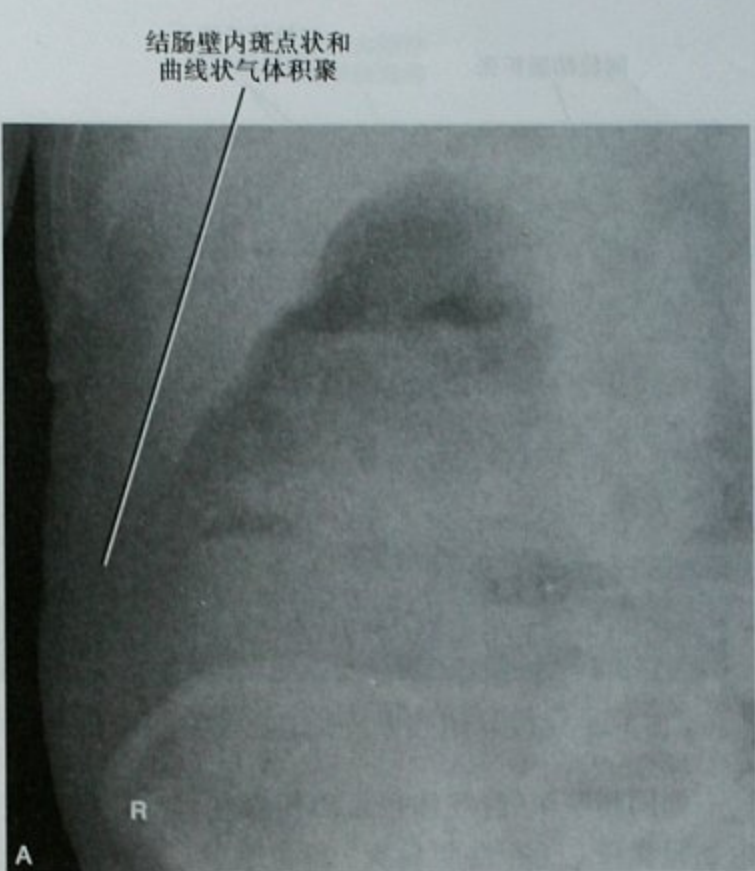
结肠肠壁积气,结肠肝曲癌梗阻患者。A. 异常腹部平片;B. CT
